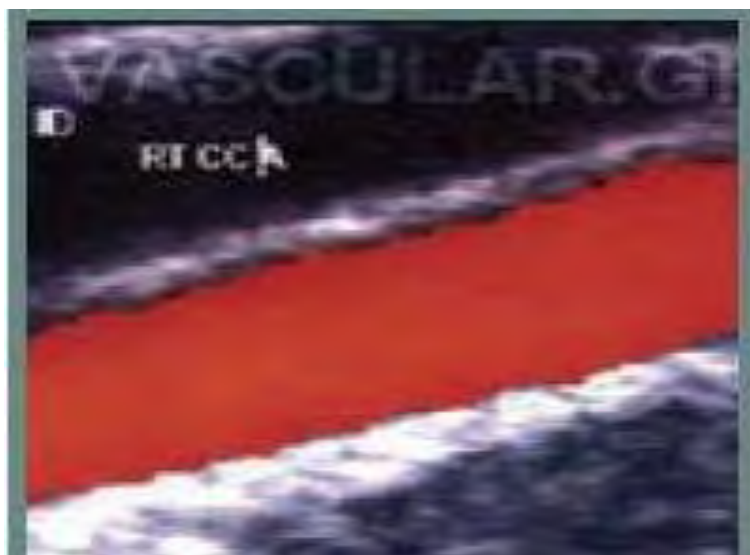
Καρωτιδικός διχασμός σε power Doppler εξέταση.
